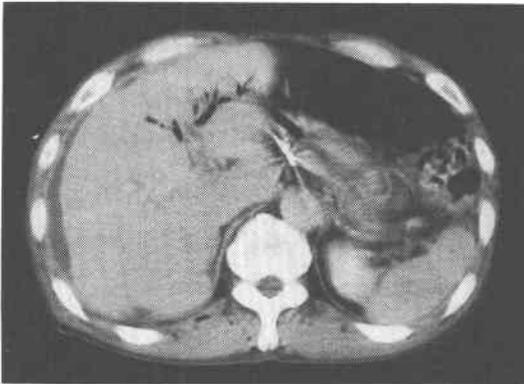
Computed tomography of the abdomen following the second pain attack. Gas was found in the intrahepatic bile duct, and ascitic fluid was seen around the liver.
